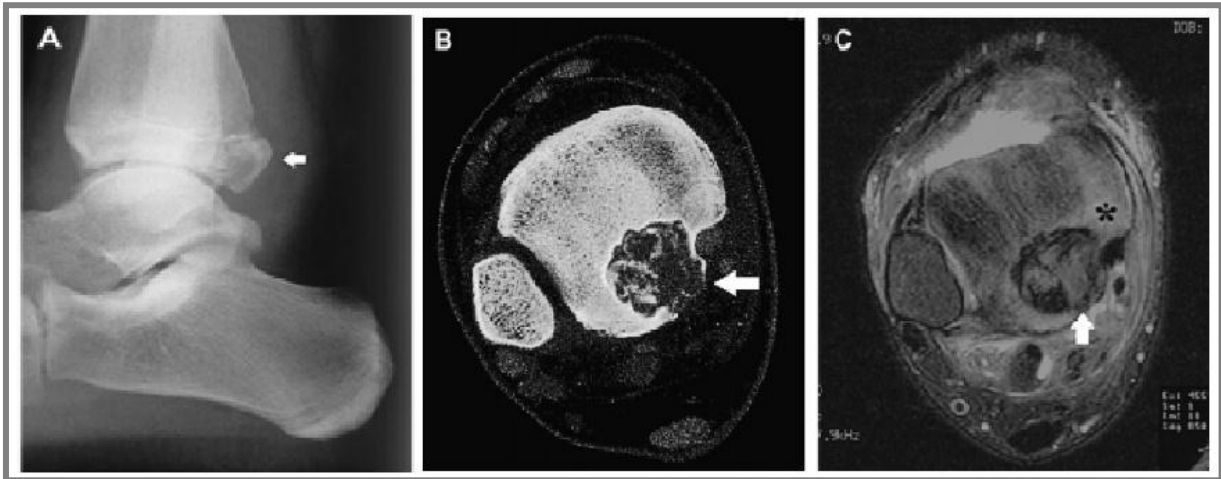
Un garçon de 13 ans atteint d'un ostéoblastome du tibia distal. (A) La radiographie latérale montre la lésion expansible du tibia distal (flèche). (B) La tomographie axiale montre une minéralisation dans la lésion (flèche). (C) L'image RM axiale pondérée en T2 montre la lésion (flèche) et l'œdème de la moelle osseuse qui l'entoure (astérisque)(Motamedi et seeger, 2011).
